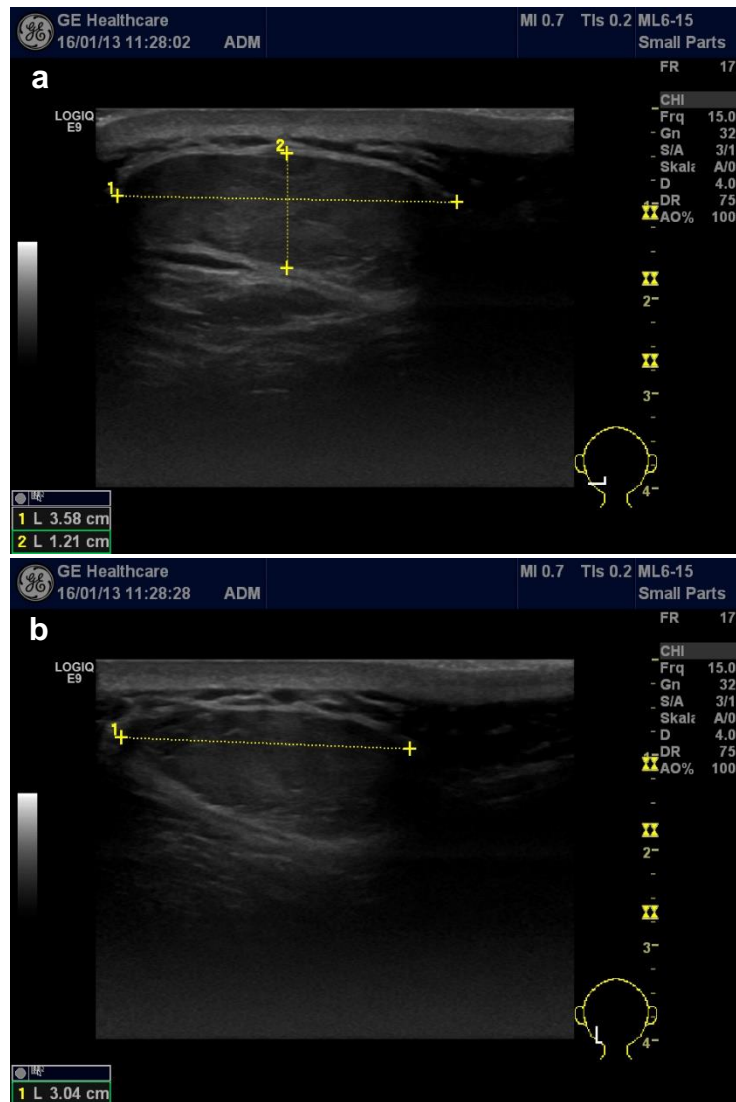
Subkutanes Lipom (36 x 12 x 30 mm) vom Nacken links eines 75-jährigen Patienten. Horizontale Achse (a) und vertikale Achse (b) zeigen eine ovale, scharf begrenzte, echoarme, zentral isoechogene Struktur in der hochauflösenden B-Modus-Sonografie.
